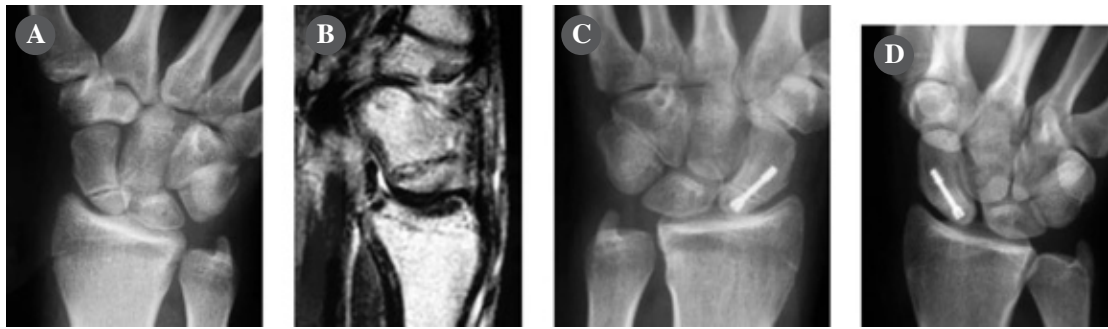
A) Paziente di 17 anni, giunto all osservazione clinica a distanza di 6 mesi dal trauma con una pseudoartrosi del polo prossimale, senza deformità. B) La RM mostra segni prognostici favorevoli allo stimolo biofisico. C) A distanza di un mese dalla semplice sintesi dorsale dello scafoide, senza innesto osseo, la rima era ancora visibile. Si prescriveva l utilizzo di un tutore di polso e di un apparecchio Osteobit per 40 gg (tutore continuativo per 30 gg e per 10 solo di notte con Osteobit). D) Il quadro Rx a 60 gg mostrava l avvenuta consolidazione.
